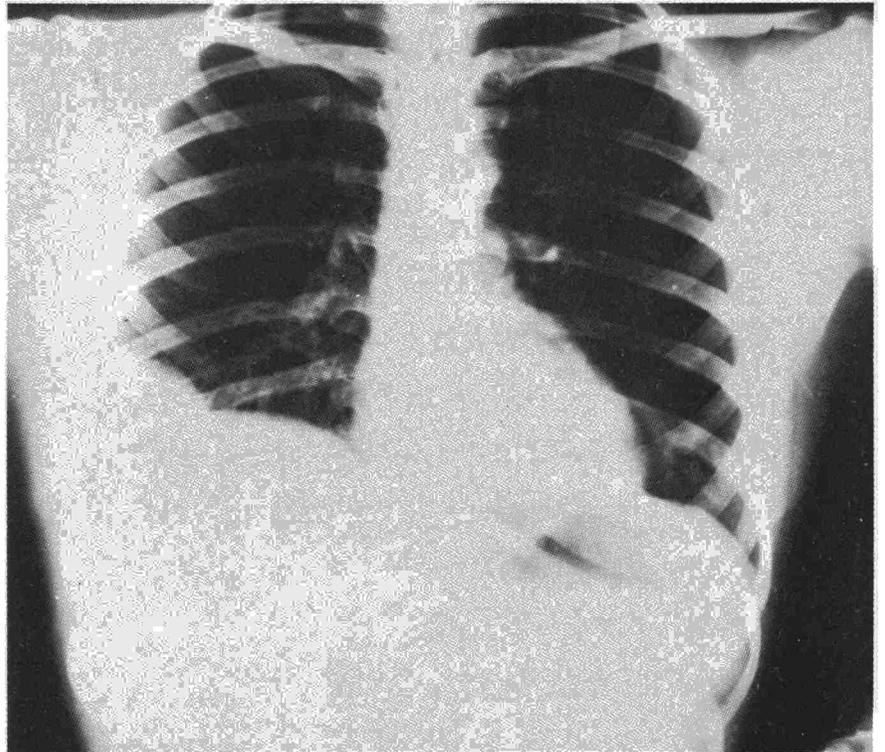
Radiografía correspondiente a una comunicación hepatopulmonar de unos quistes hidatídicos hepáticos sin participación bronquial. Existía escasa sintomatología broncopulmonar.
